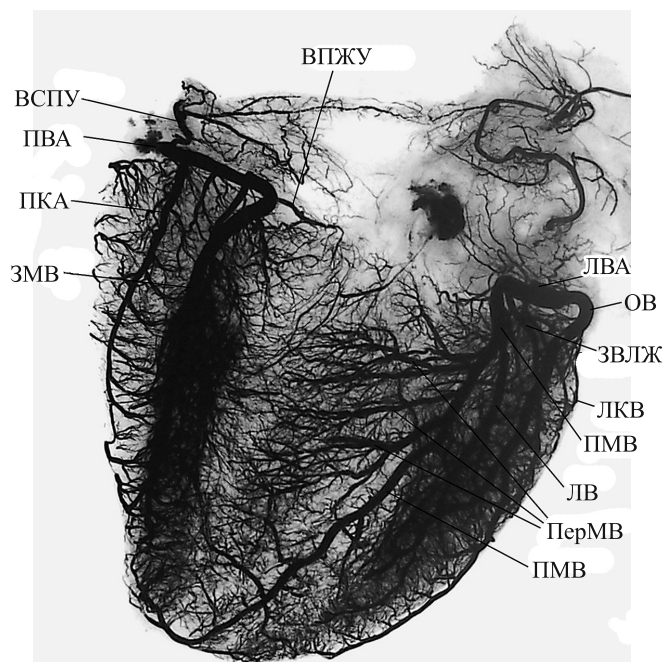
Интраорганные артерии сердца. Инъекция рентгеноконтрастной свинцовой массой. Отпечаток с рентгенограммы в аксиальной проекции.
